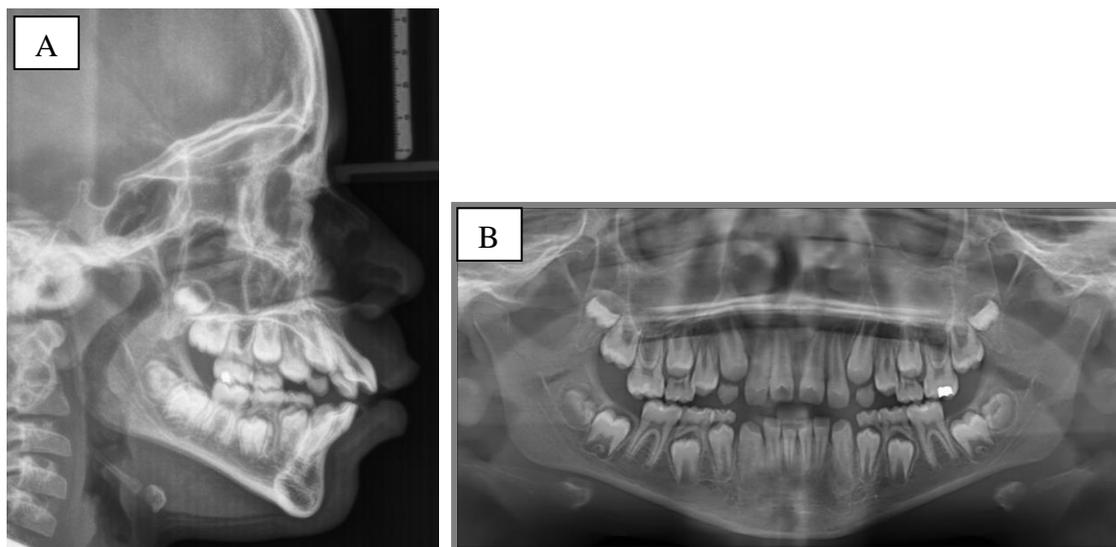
Telerradiografia de perfil (A) e Radiografia panorâmica antes do tratamento interceptativo (B).
